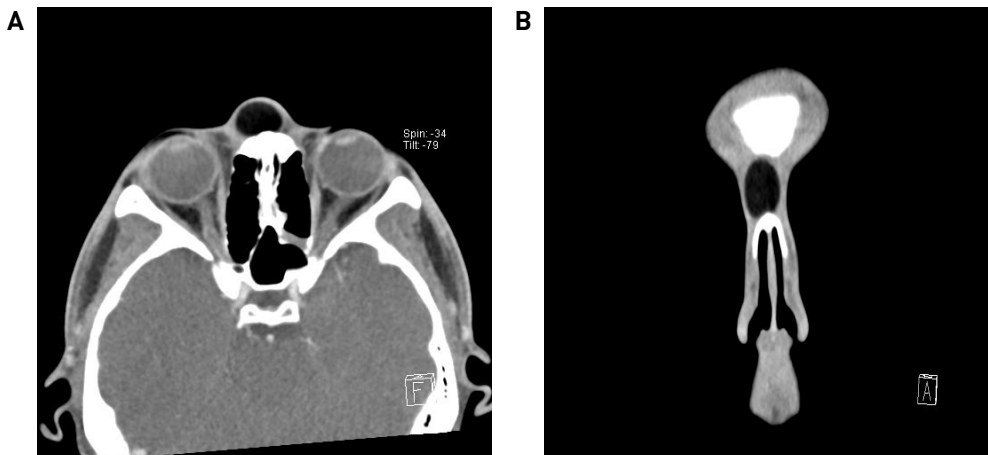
Preoperative CT findings: 1.8 x 1.1 x 2.0 cm sized well defined mass with homogenous density was detected in the nasofrontal area.
